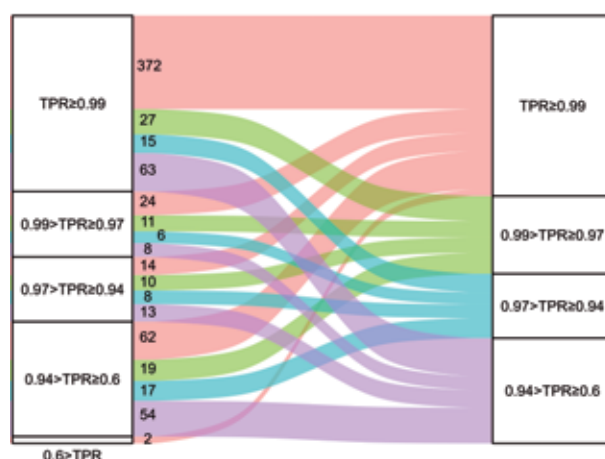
Динамика категории тяжести ишемии (среднее КТП в фазу стресса) между двумя этапами: на 1 и 2 точках [собственные данные]. Представлены абсолютные частоты. Данные 165 случаев, когда был отмечен переход из одной категории в другую. Размер ячеек слева и справа соответствует квадратному корню количества сегментов, отнесенных к данной категории. КТП – коэффициент трансмуральной перфузии
